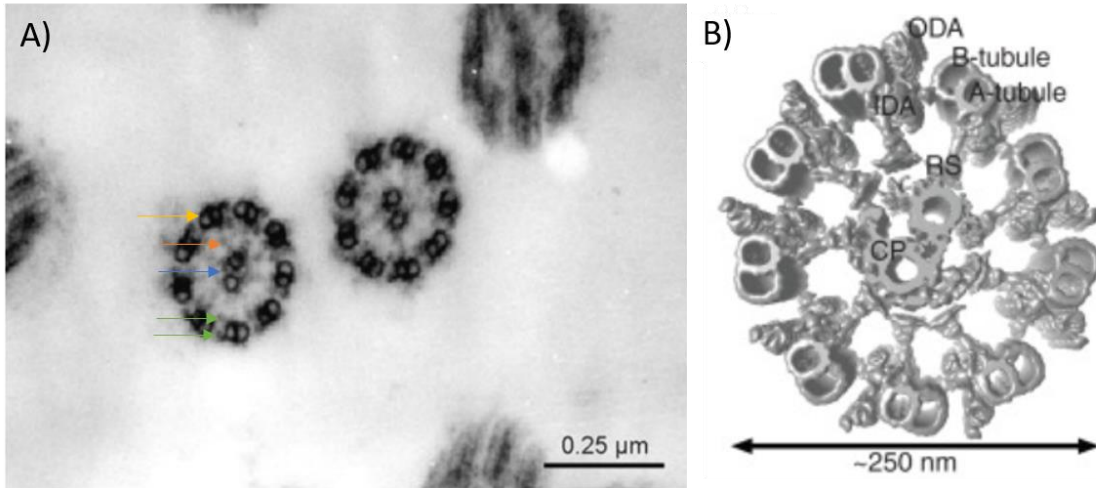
Querschnitt der Kinozilien, bestehend aus Mikrotubuli im (9+2)-Muster A) Elektronenmikroskopische Aufnahme. In der Bildmitte befinden sich zwei Kinozilien im Querschnitt, welche jeweils ein zentrales Mikrotubulipaar (blauer Pfeil) aufzeigen, umgeben von neun Mikrotubulidubletten (gelber Pfeil). Angedeutet erkennbar sind ebenfalls die Radialspeichen (oranger Pfeil), als auch die äußeren und inneren Dyneinarmen (grüne Pfeile). Die Länge des schwarzen Balkens markiert die Länge von 0,25 µm. Abbildung mit Erlaubnis von Annual Reviews Inc., Salathe et al 2007¹⁸. Copyright © Annual Reviews Inc. Alle Rechte vorbehalten. Erlaubnis vermittelt durch Copyright Clearance Center, Inc. B) Cryoelektronentomographie eines Kinoziliums zur detaillierten Darstellung der verschiedenen Zilienelemente: ODA = äußerer Dyneinarm, IDA = innerer Dyneinarm, RS = radiale Speiche, Mikrotubuli gekennzeichnet als A-tubule, B-tubule und CP (zentrales Paar). Abbildung mit Erlaubnis der Cold Spring Harbor Laboratory Press, Ishikawa et al 2017³¹, Copyright © Cold Spring Harbor Laboratory Press. Alle Rechte vorbehalten.
